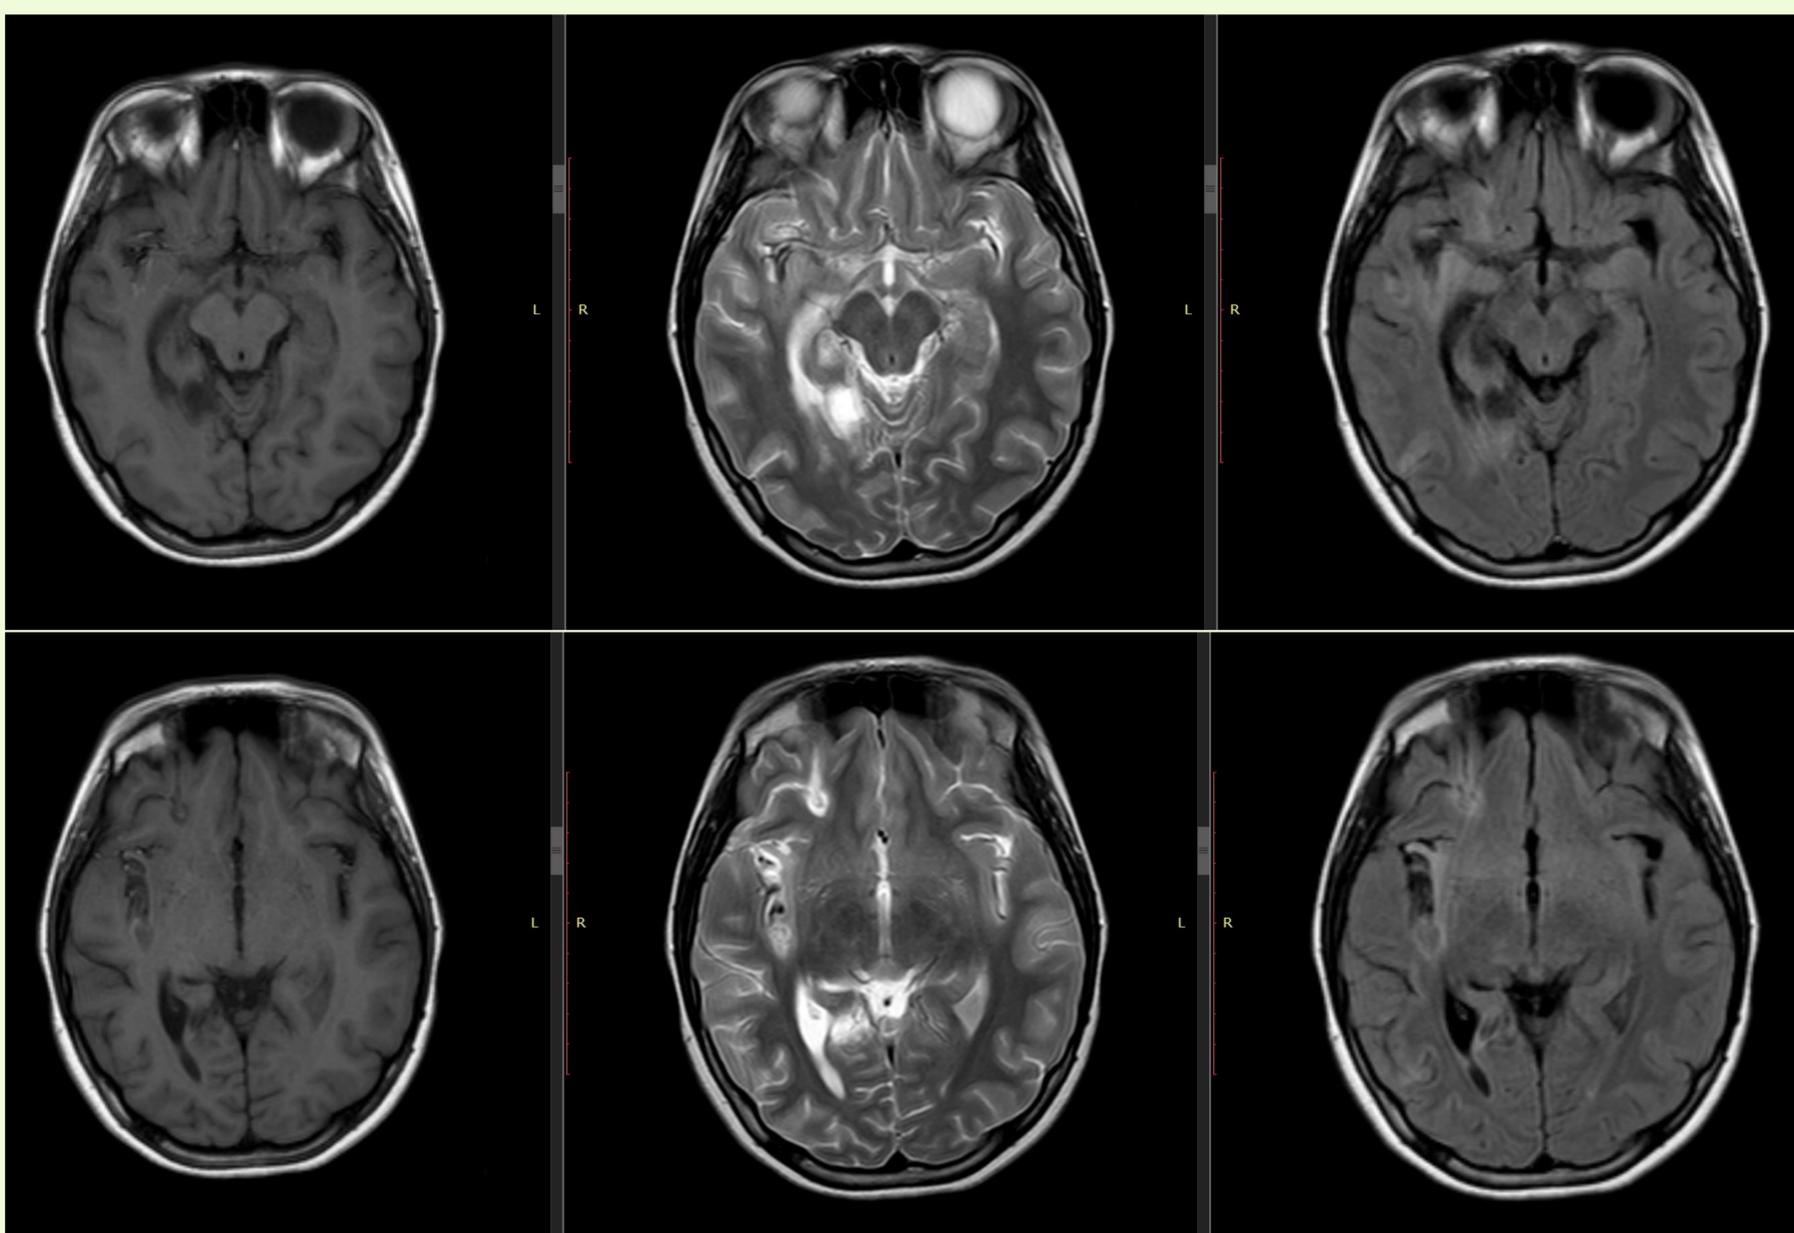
RM con contraste, a los 23 días del ingreso en secuencias T1, T2 y FLAIR respectivamente, con cambios seculares y reducción importante del edema.
